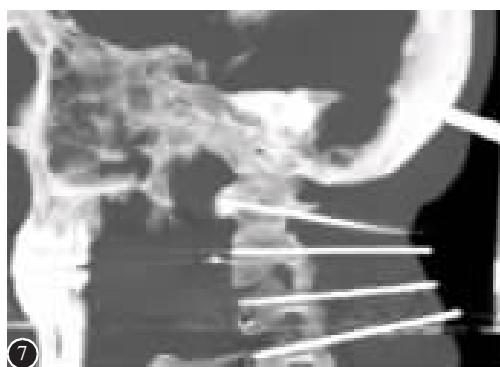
X 线侧位平片示经皮置入的枢椎弓根“螺钉”方向精确,深度达到椎体前缘
